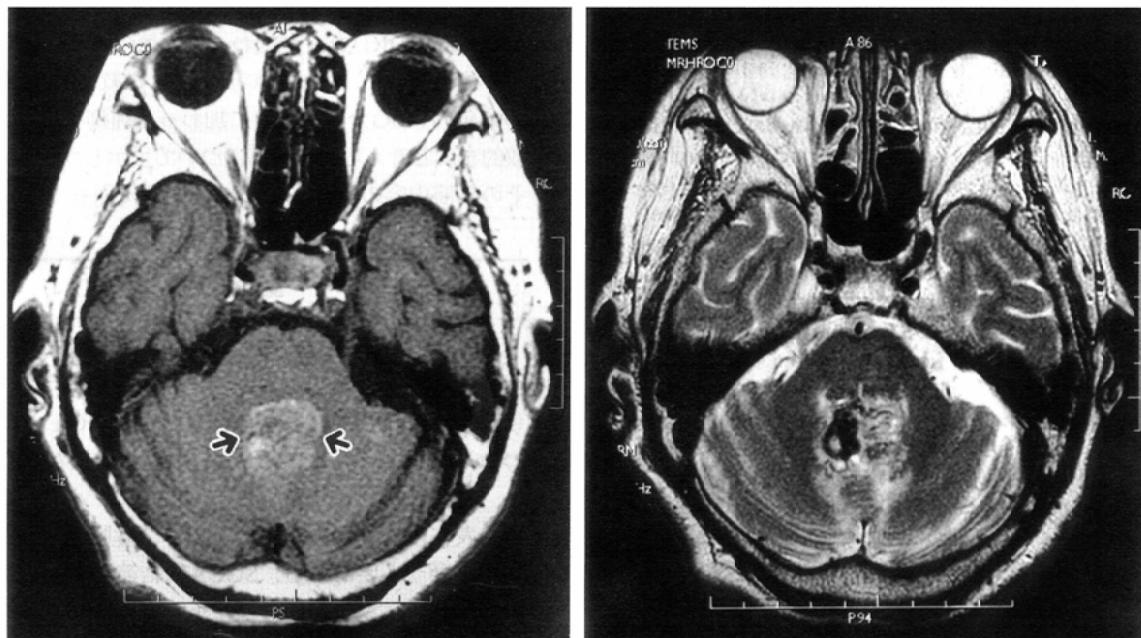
Axial precontrast T1-weighted (A) and T2-weighted (B) images in a 78-year-old woman with subependymoma. The tumor locates in the fourth ventricle (arrows), and appears as a hyperintense mass on T1-weighted imaging and a mass with mixed intensity on T2-weighted imaging. Hypointensity on T2-weighted imaging is due to intratumoral hemorrhage.
